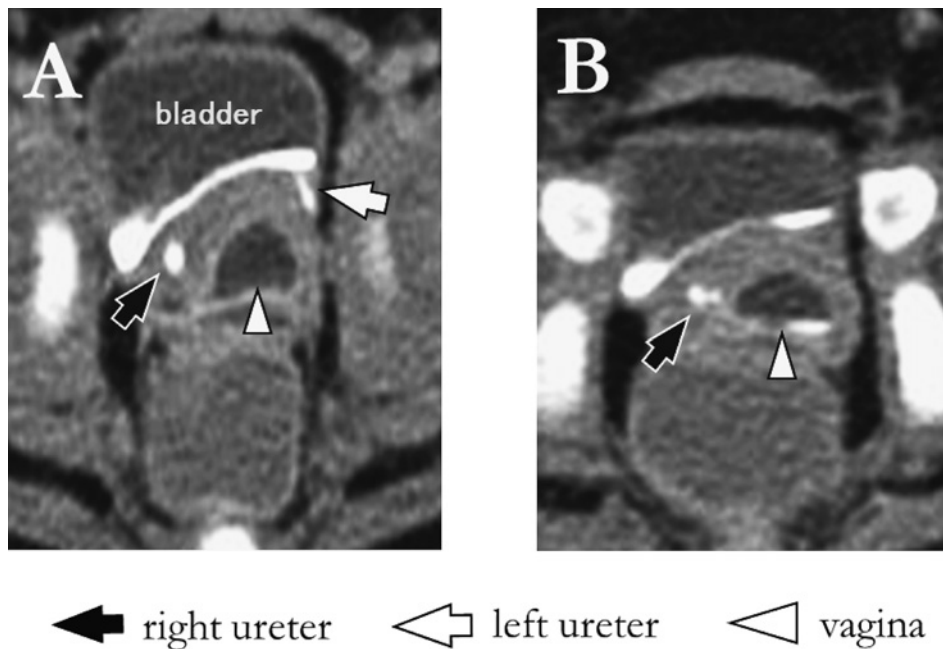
Enhanced computed tomography scan
